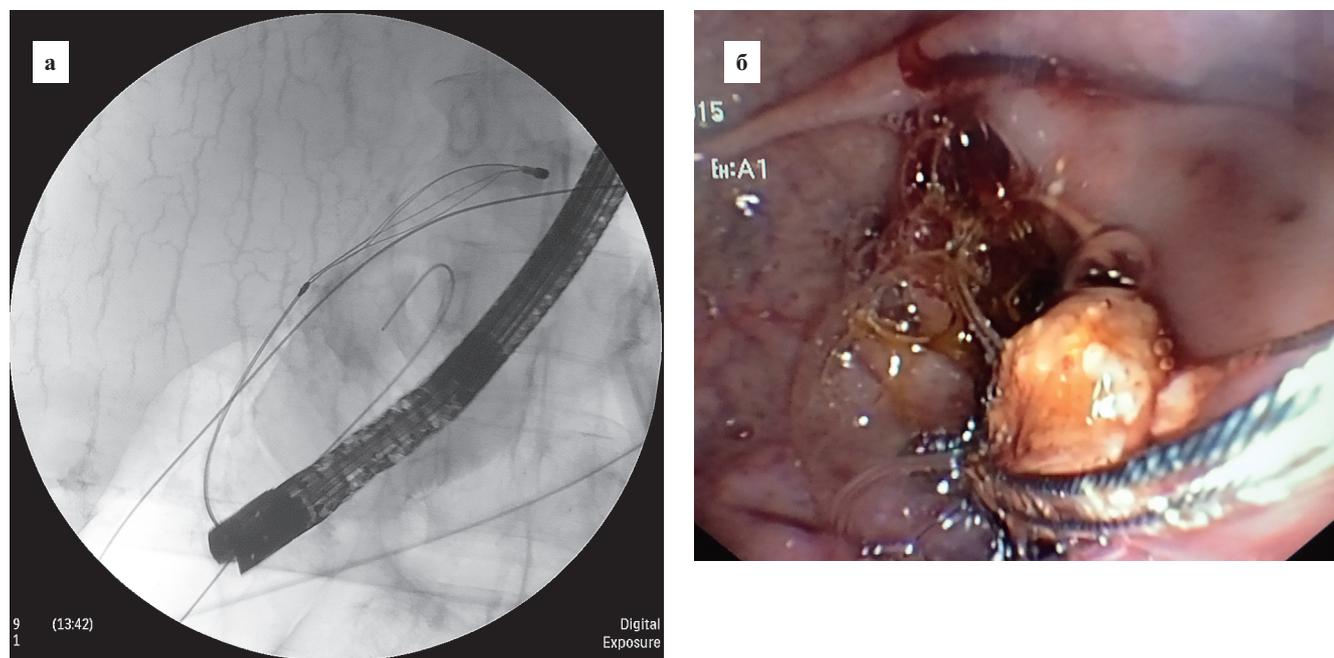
Литоэкстракция из протоков ПЖ после баллонной дилатации: *а* — рентгенограмма; *б* — фотография
